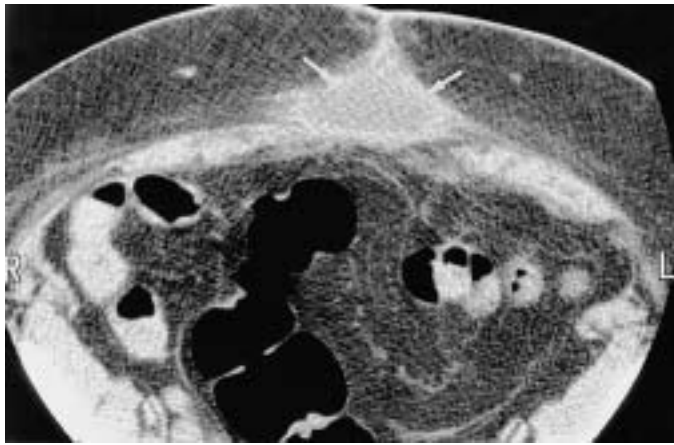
Volumineux hématome de la gaine des droits : aspect TDM.
